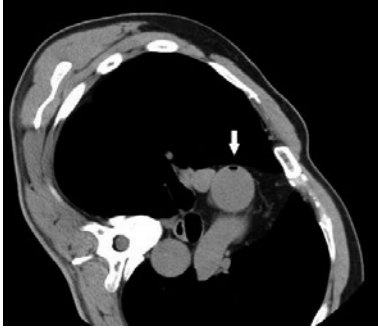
症例1. マーキング後の胸部CT (左側臥位) で上行大動脈内に空気像を認める (矢印).
